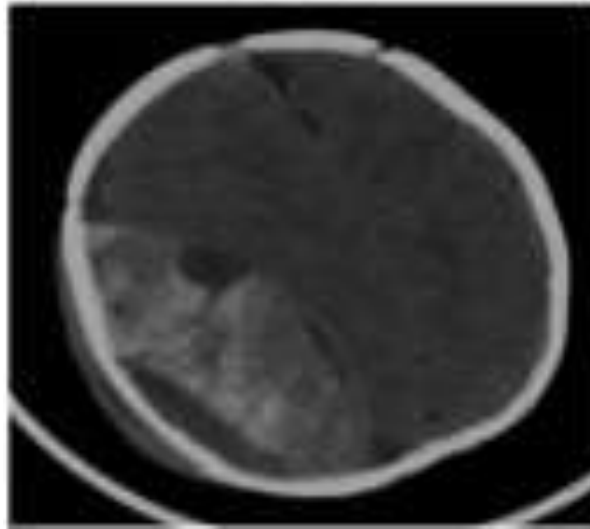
The first CT scan of the patient.
